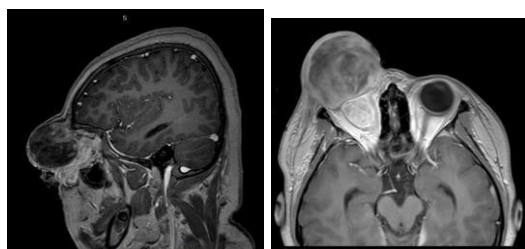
Localizer MRI orbita An. S axial (a), koronal (b) dan sagital (c)
